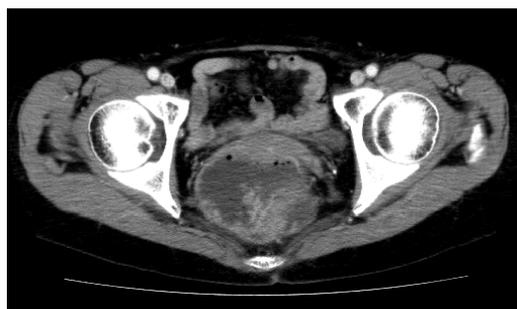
腹部CT検査：直腸内に突出し、造影効果を有する腫瘤を認めた。直腸は拡張し内部に液体貯留を認めた。
